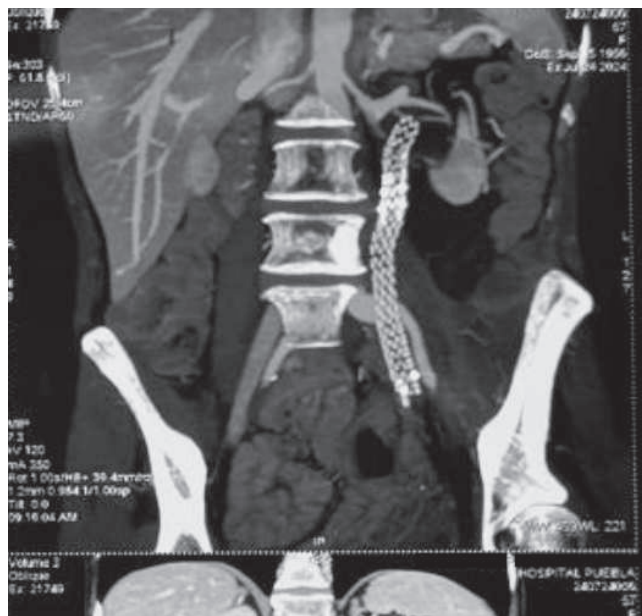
Resonancia magnetica en corte coronal que muestra stent ureteral izquierdo que ha destruido uréter izquierdo.
